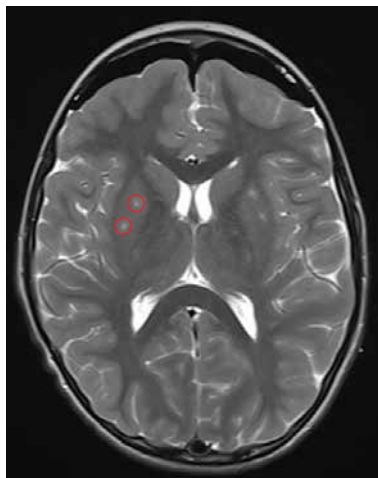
Магнитно-резонансная томография головного мозга после инфузии генного препарата. На T2-взвешенных изображениях визуализируются гиперинтенсивные зоны в области путамена с обеих сторон, по интенсивности сигнала сопоставимые с ликвором. Красными кружками в правом путамене отмечены точки инфузии
